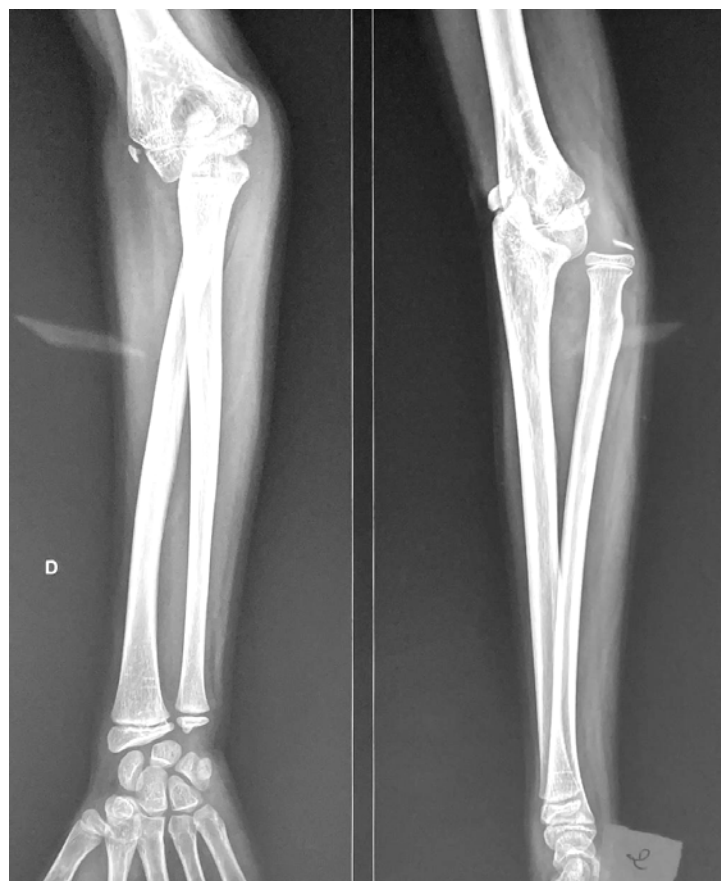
Radiographie de face et profil montrant une luxation antérieure de la tête radiale avec fracture ulnaire consolidée
